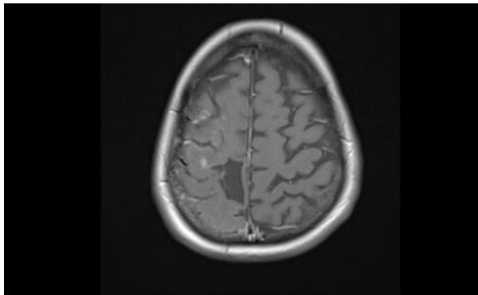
Axial T1-weighted MRI scan showing multiloculated contrast-enhanced lesions around the original resection cavity in the right parietal lobe and a blurred contrast-enhanced region in the right temporal lobe.
